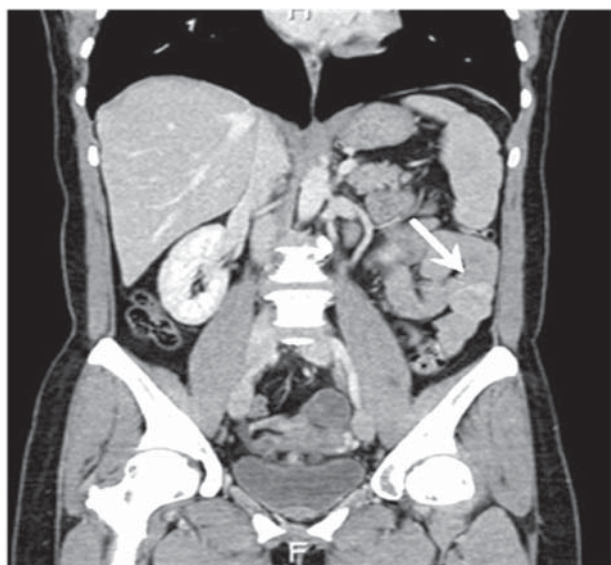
Imagini CT preoperatorii a TIS
